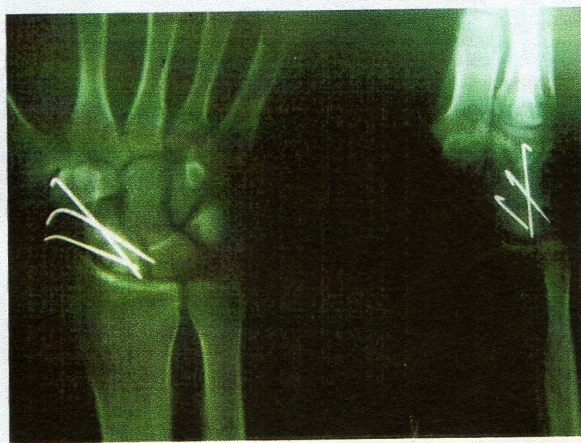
Radiography ten weeks after the operation, before removing the wires. a Front view. b Lateral view
